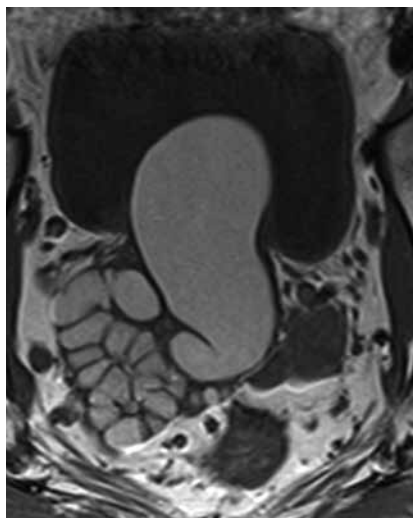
МР-томограммы (слева T1-ВИ, аксиальная плоскость, справа T2-ВИ, аксиальная плоскость). Правый семенной пузырек увеличен в размерах, представлен множественными кистозными полостями с неоднородным изогиперинтенсивным МР-сигналом на T1-, T2-ВИ – высокобелковое содержимое
